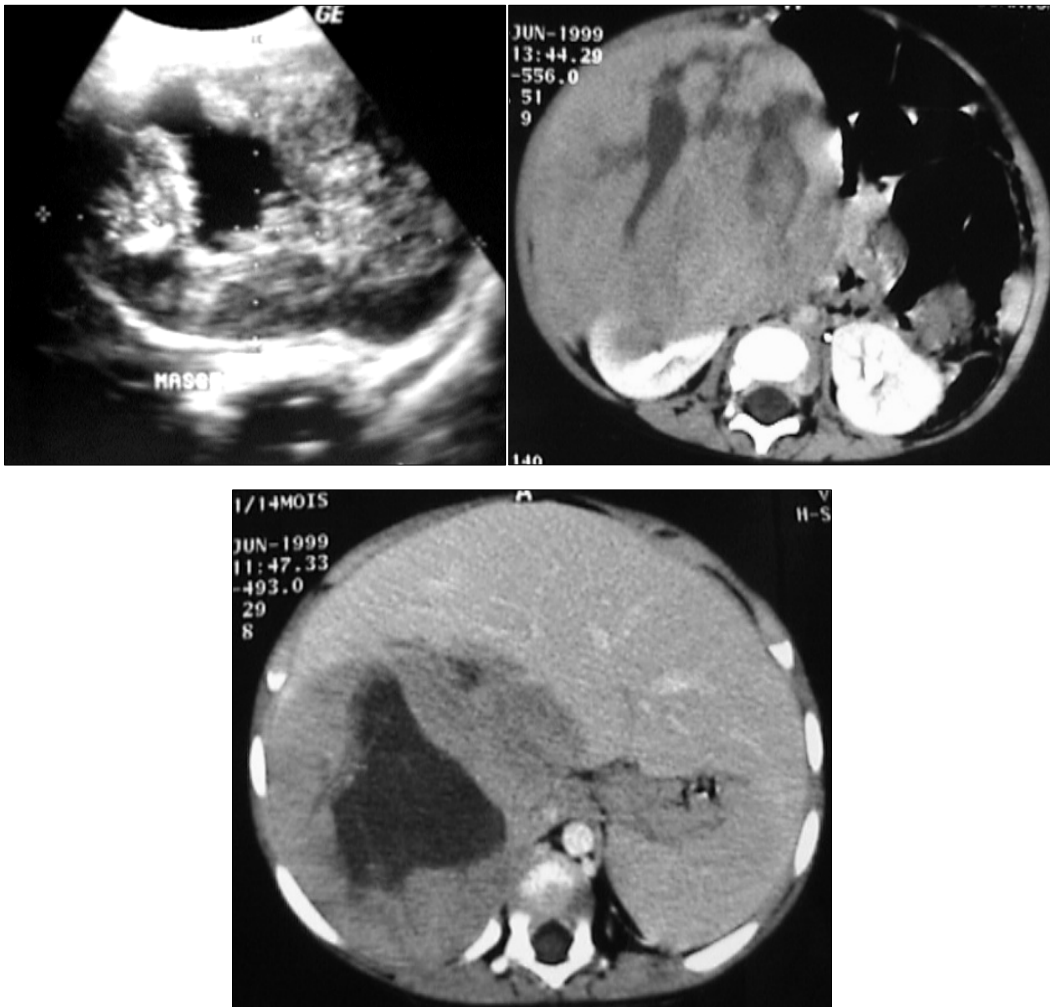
Echographie et TDM : sarcome rénaux avec composante kystique.[22]
